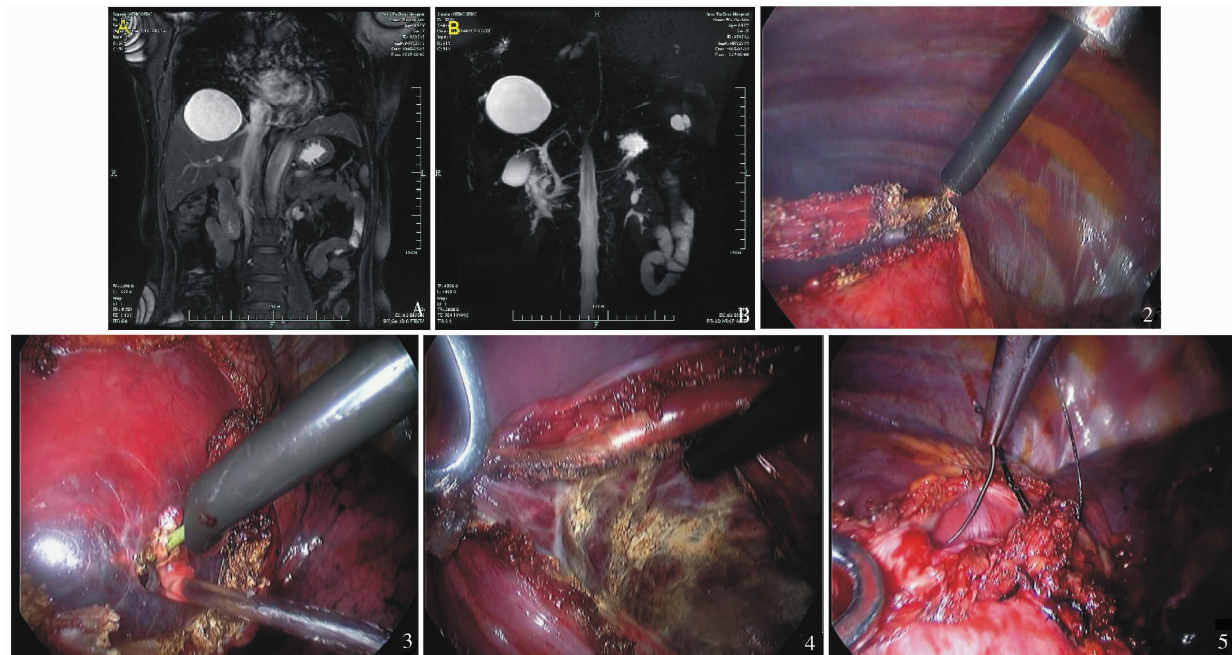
A. 肝脏 MRI 提示肝膈顶部单一囊肿; B. MRCP 提示囊肿不与胆道相通 图 2 胸腔镜下膈肌切开 图 3 肝囊肿去顶术 图 4 氩气刀喷灼囊肿内壁 图 5 缝合膈肌切口
